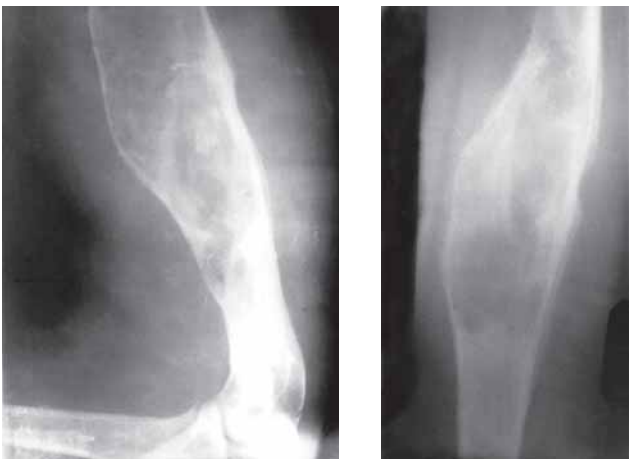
Рентгенограммы пациента И., 18 лет, при поступлении в клинику
